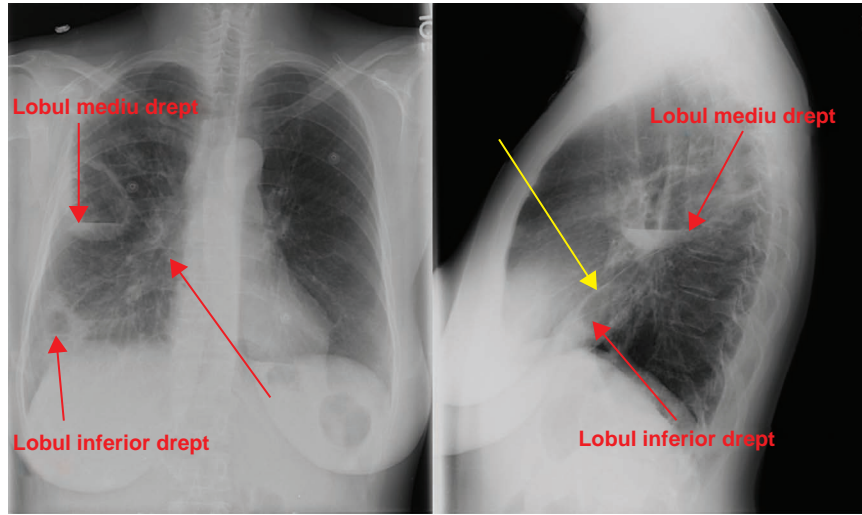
14 Două cavități pe radiografiile toracice în incidențele postero-anterioară (PA) și laterală. Cavitățile și nivelurile hidro-aerice sunt indicate de săgețile roșii. Cavitataea mai mică este localizată în lobul inferior drept (localizat sub marea scizură, identificat cu săgeata galbenă), iar cavitataea mai mare este localizată în lobul mediu drept, care se situează între mica (săgeata roșie) și marea scizură. Există o opacitate asociată ce înconjoară cavitataea din lobul inferior drept.
